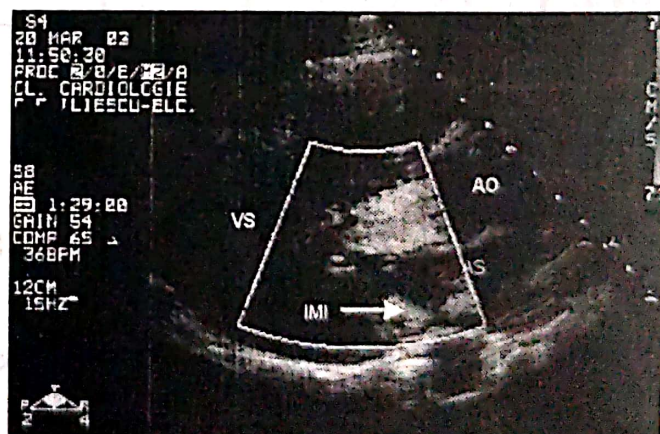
Ecocardiografie transtoracică bidimensională incidență parasternală longitudinală: sept interventricular (SIV) la bază 14 mm pe o distanță de circa 2 cm, hiperecogen; SIV în treimea medie 20 mm, perete posterior 9 mm. Valva mitrală anterioară ușor îngroșată cu deschidere normală, AS= atriu stâng, VS=ventricul stâng, AO=aortă.
